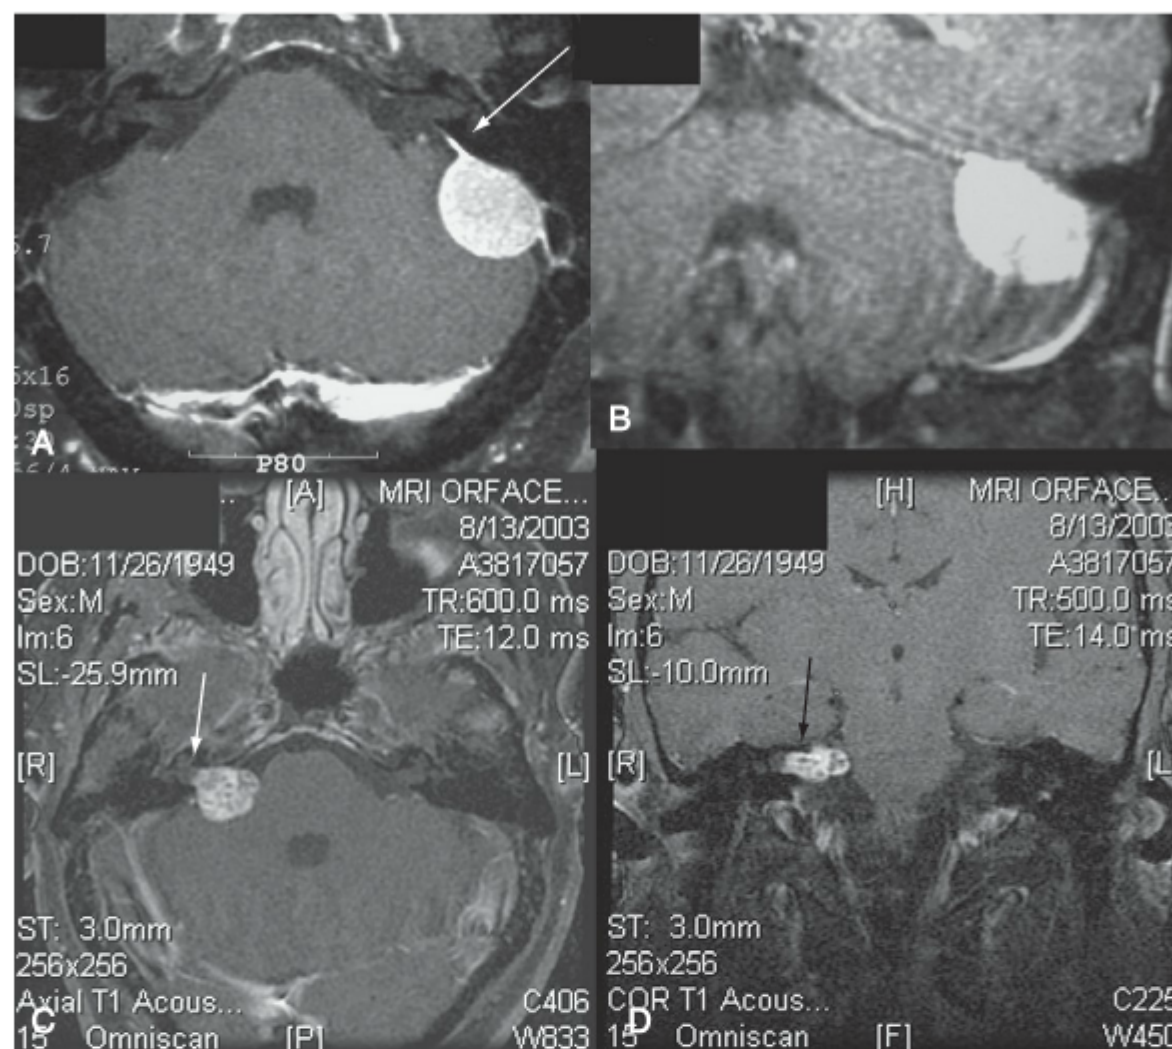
Exames de RM de dois pacientes apresentando-se com tumores do ângulo pontocerebelar. Exames de RM axial (A) e coronal (B), realçados com gadolínio, revelam um tumor com captação homogênea de contraste, bem circunscrito com cauda dural (*seta*) surgindo do tentório. RMs axial (C) e coronal (D) contrastadas com gadolínio revelam um schwannoma vestibular estendendo-se para o meato acústico interno (*seta*).
